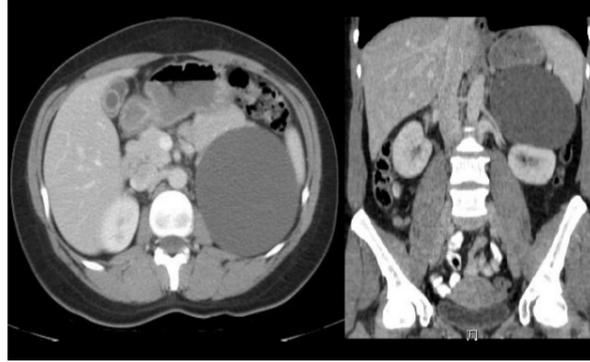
Corte coronal de tomografía de abdomen con contraste e.v que muestra imagen hipodensa, contornos regulares, que no realza tras la administración del contraste e.v, en topografía de glándula suprarrenal izquierda, compatible con quiste.
